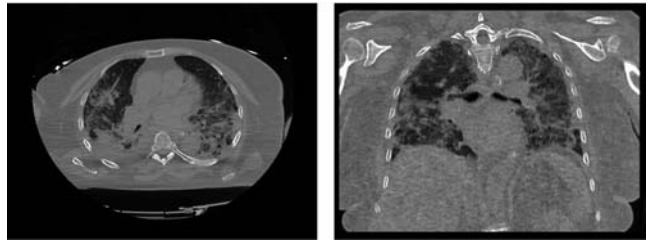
Компьютерная томограмма органов грудной клетки пациентки X. от 04.02.2022 г.
